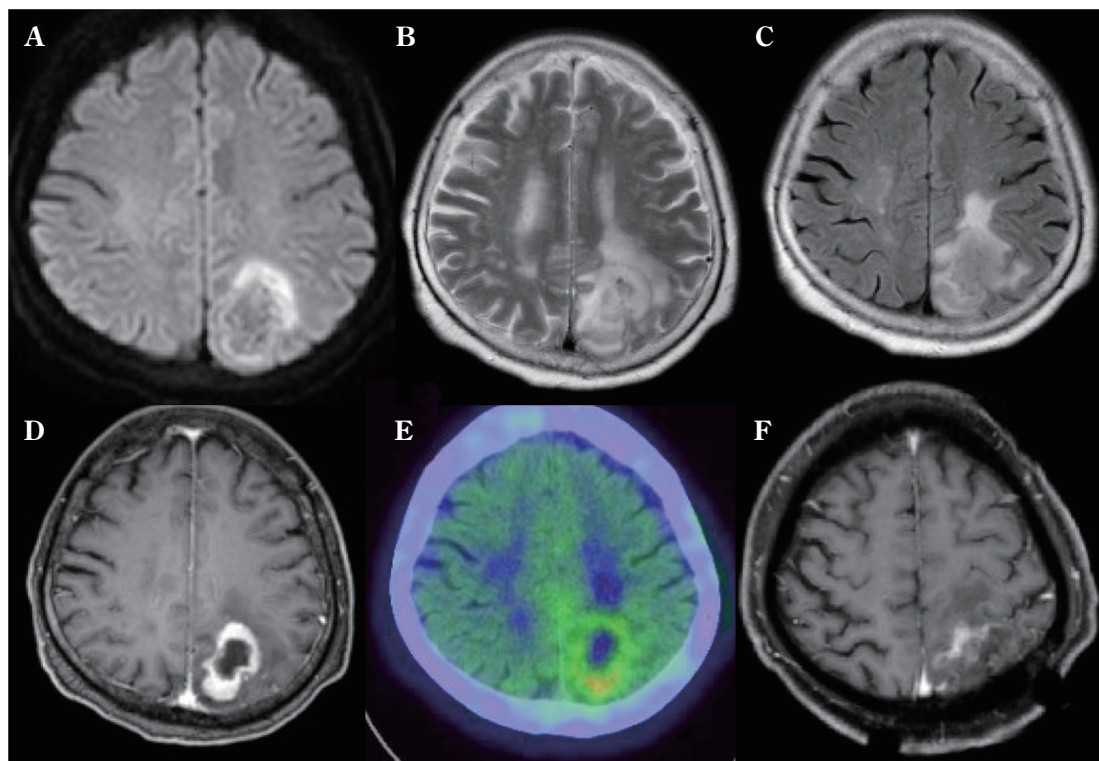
MRI (A–D) and methionine PET (E) scans obtained at the time of admission showing a left parietal lobe tumor. Postoperative MRI findings (F).
